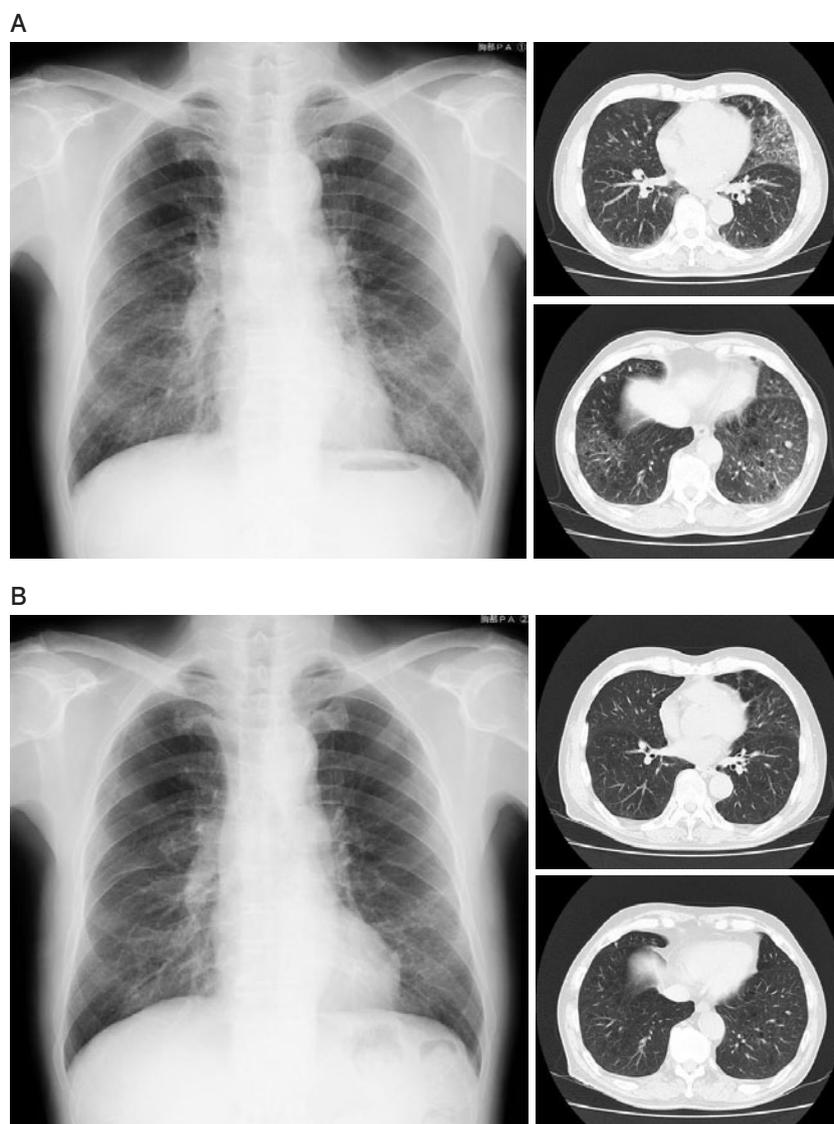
Chest X-ray film and Chest CT. (A) On admission, chest X-ray film showed reticular and ground-glass opacity at bilateral lower area. Chest CT showed multiple bilateral ground glass opacities and well-defined nodules. (B) Three weeks after treatment, manifestations were improved.
